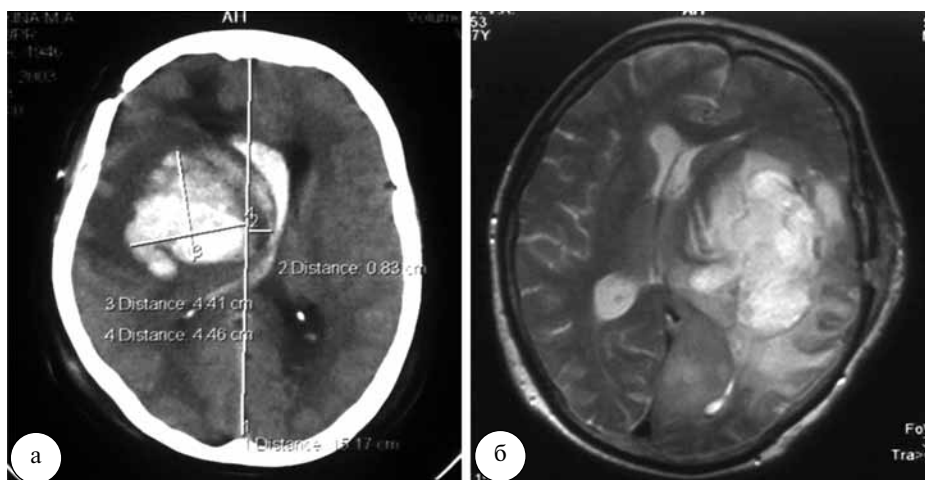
Осложнения криохирургического лечения по данным контрольной томографии: а – внутримозговая гематома с прорывом в правый боковой желудочек в зоне криодеструкции (КТ); б – нарастание послеоперационного отека (МРТ, Т2-ВИ)
